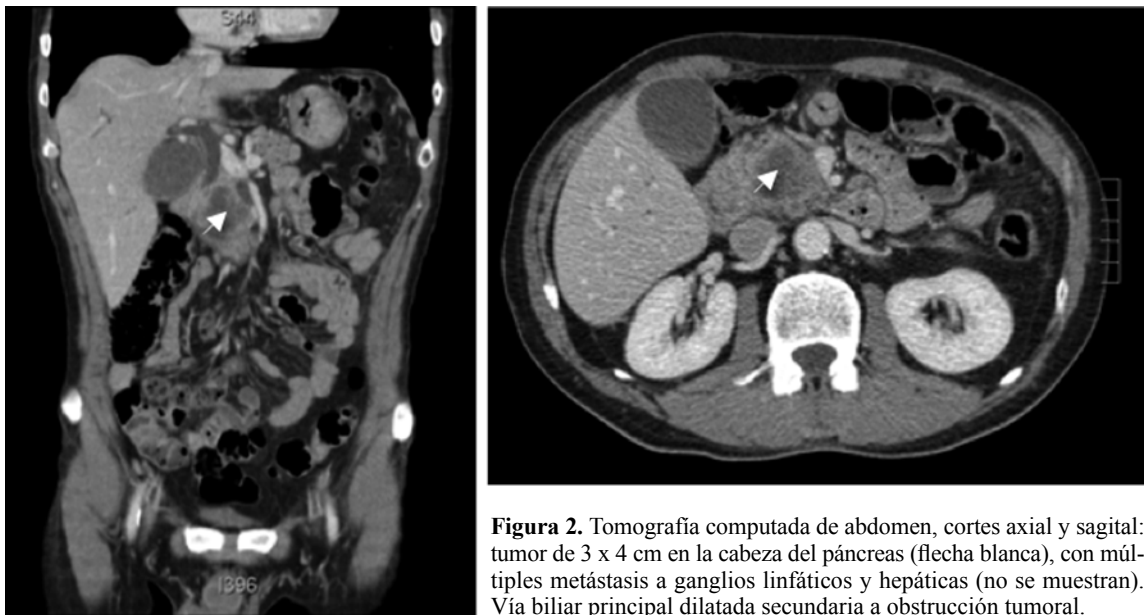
Tomografía computada de abdomen, cortes axial y sagital: tumor de 3 x 4 cm en la cabeza del páncreas (flecha blanca), con múltiples metástasis a ganglios linfáticos y hepáticas (no se muestran). Vía biliar principal dilatada secundaria a obstrucción tumoral.
